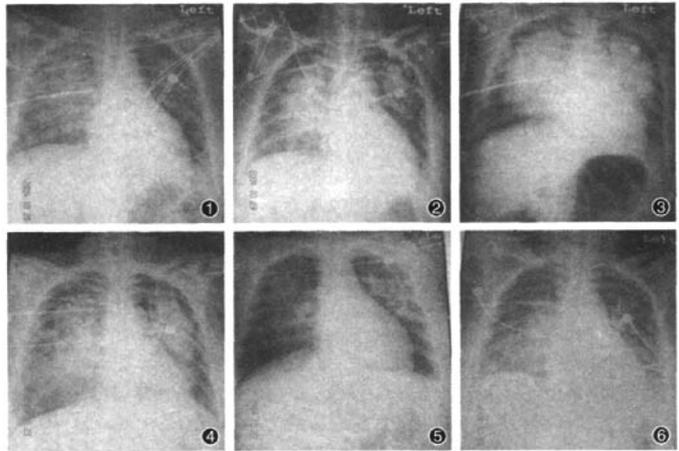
~3 患者于 2004 年 10 月 18 日入院至 20 日经过 60 h 的积极抢救治疗,每日肺部 X 线胸片未见明显改善 图 4~5 2004 年 10 月 21~22 日患者 RM 后复查 X 线胸片较前有较大改善,且 22 日改善更为明显 图 6 2004 年 10 月 27 日患者 X 线胸片无异常改变
